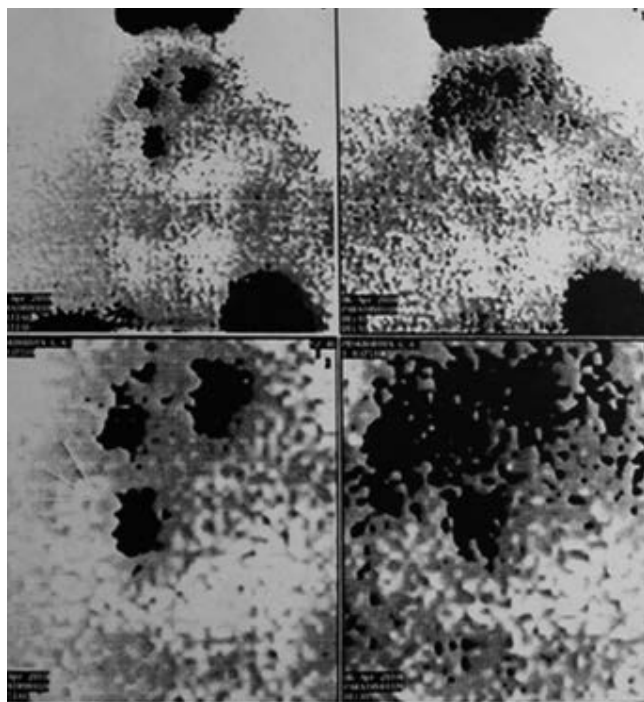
Сцинтиграфия и ОФЭКТ шеи и верхнего средостения. Аденома нижней околощитовидной железы справа. Очаг патологической гиперфиксации радиофармпрепарата малой интенсивности определяется (20–40 мин) в верхнем средостении. При выполнении ультразвукового органов шеи патологических образований не выявлено.
